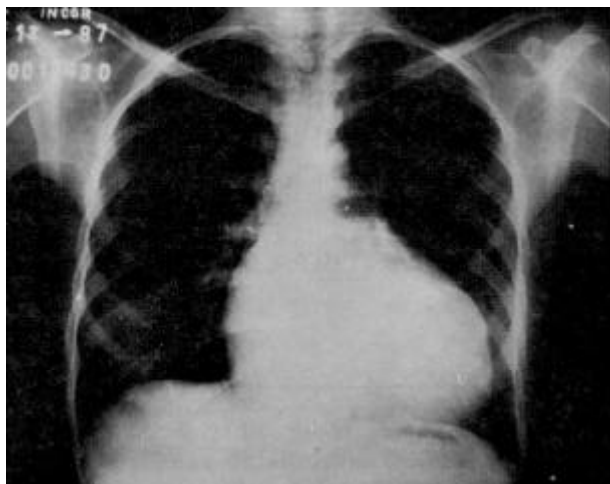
Radiografia de tórax: observam-se, trama vascular pulmonar diminuída e cardiomegalia às custas de aumento de câmaras direitas.
